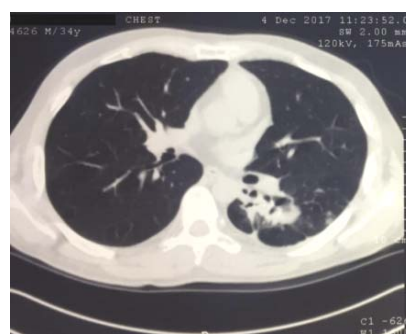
КТ органів грудної порожнини (сагітальний зріз)
